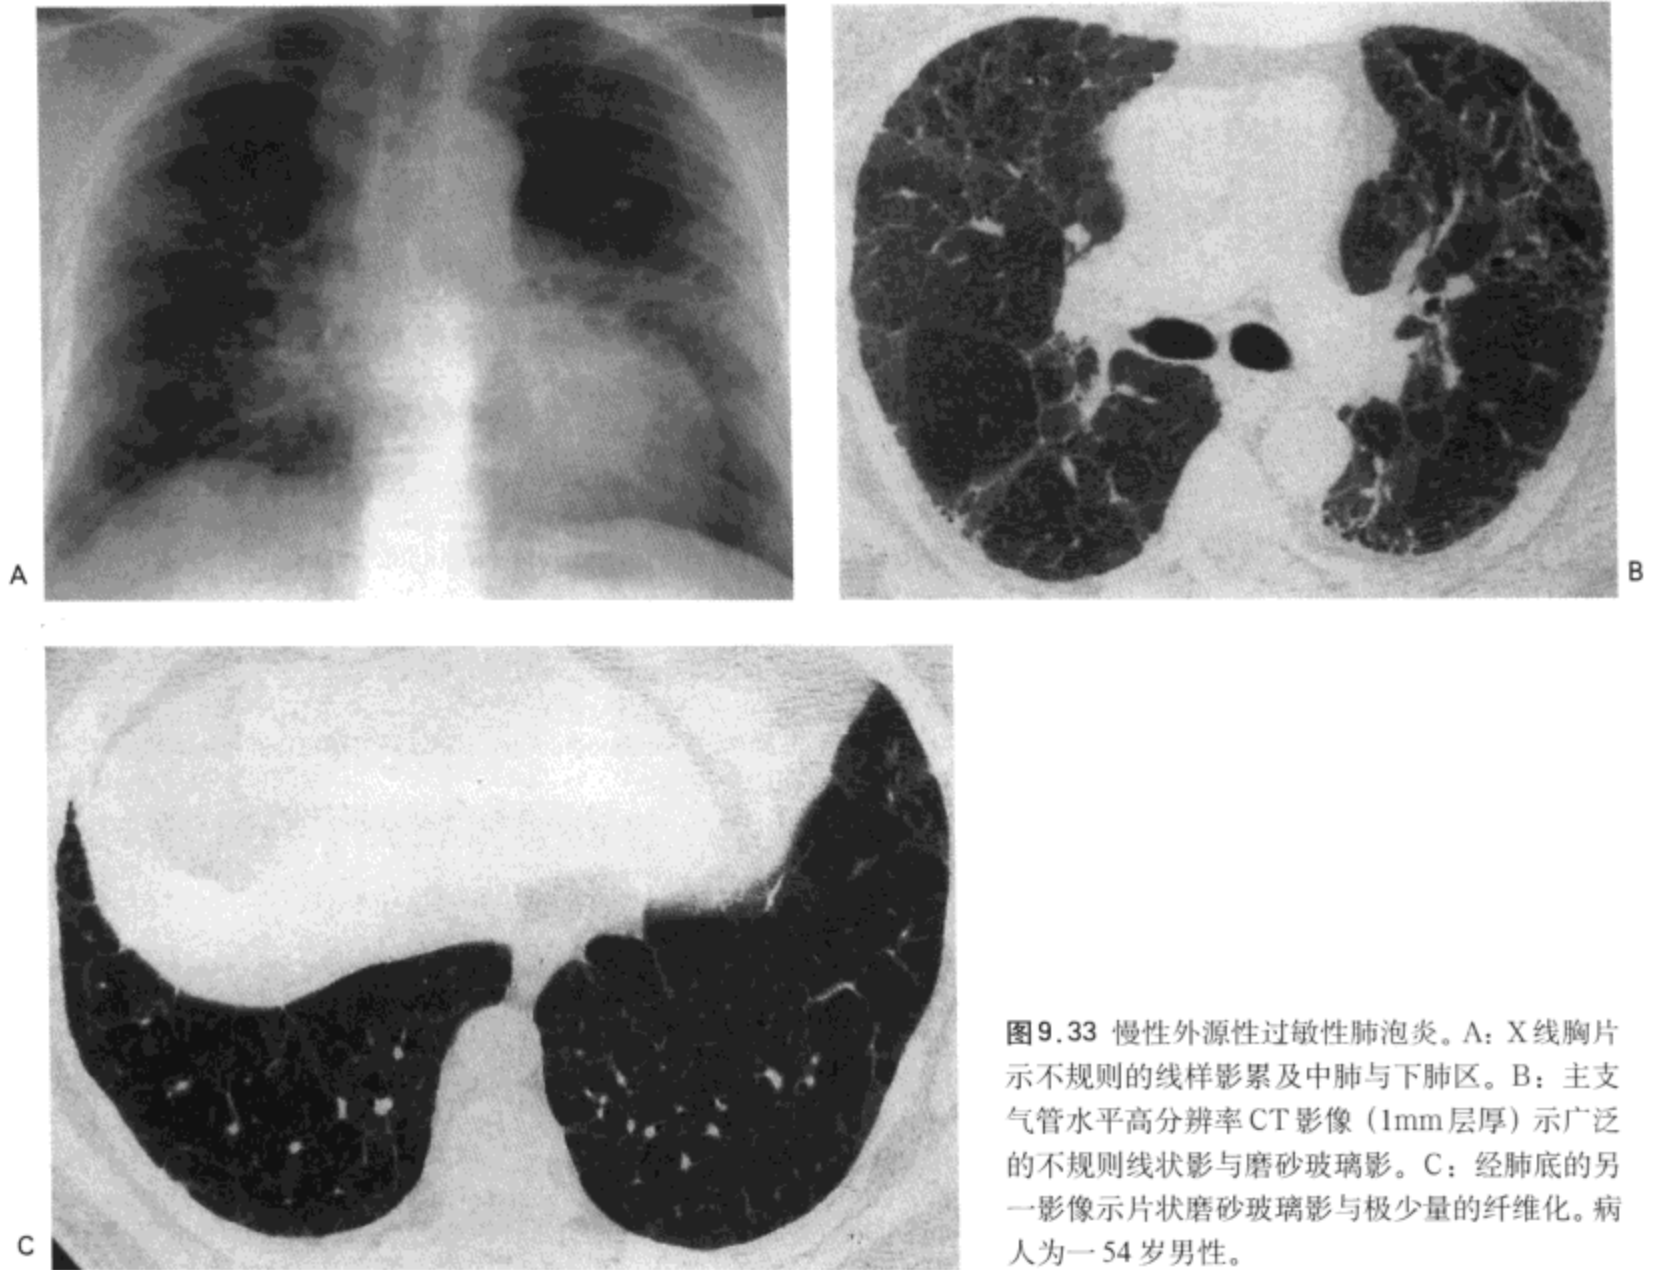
慢性外源性过敏性肺泡炎。A: X线胸片示不规则的线样影累及中肺与下肺区。B: 主支气管水平高分辨率CT影像(1mm层厚)示广泛的不规则线状影与磨砂玻璃影。C: 经肺底的另一影像示片状磨砂玻璃影与极少量的纤维化。病人为一54岁男性。
